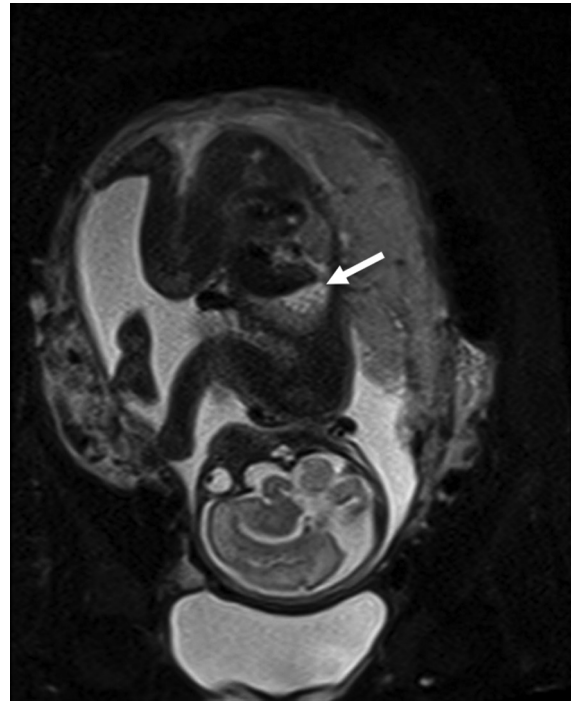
Resonancia magnética nuclear prenatal, corte sagital en la semana 29. Flecha evidenciando la malformación adenomatoidea quística.
